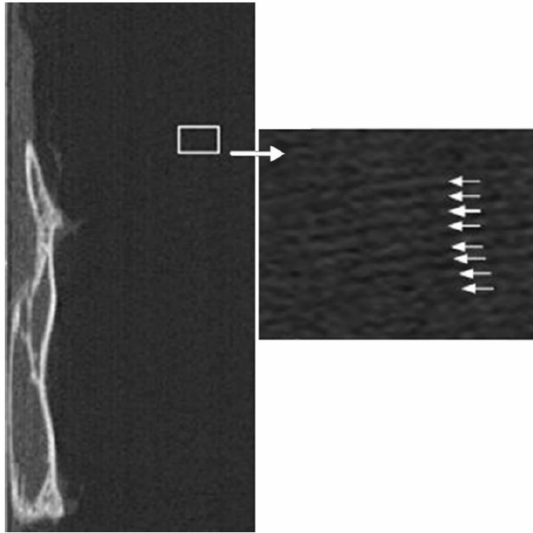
坐标转换后极坐标下的兔子腿骨 CT 图像,白色箭头指示的为混叠伪影
